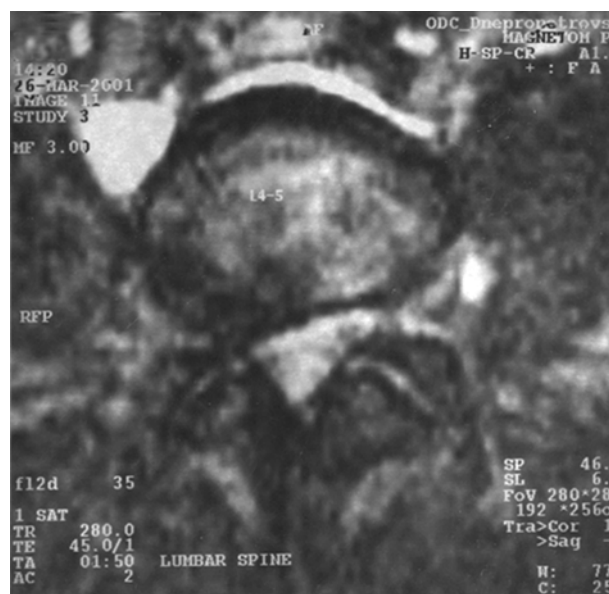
МР-томограмма пояснично-крестцового отдела позвоночника (аксиальный срез) пациентки Г., 30 лет. Латеральная грыжа $L_{IV}-L_V$ межпозвонкового диска справа (6 мм), 10 дней до операции
